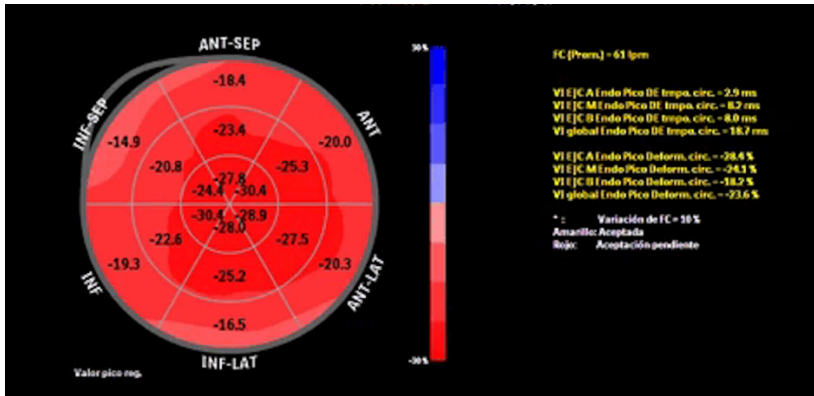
Ecocardiograma strain global circunferencial
